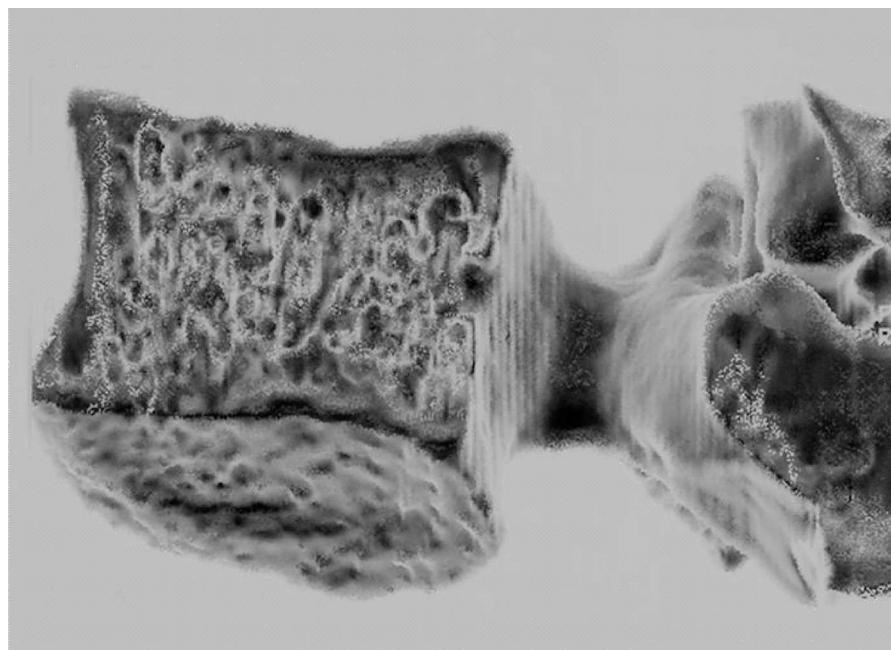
Reconstrucción tridimensional a partir de tomografía computarizada helicoidal. Corte sagital de una vértebra lumbar en el que se muestra la disposición de sus trabéculas verticales.
